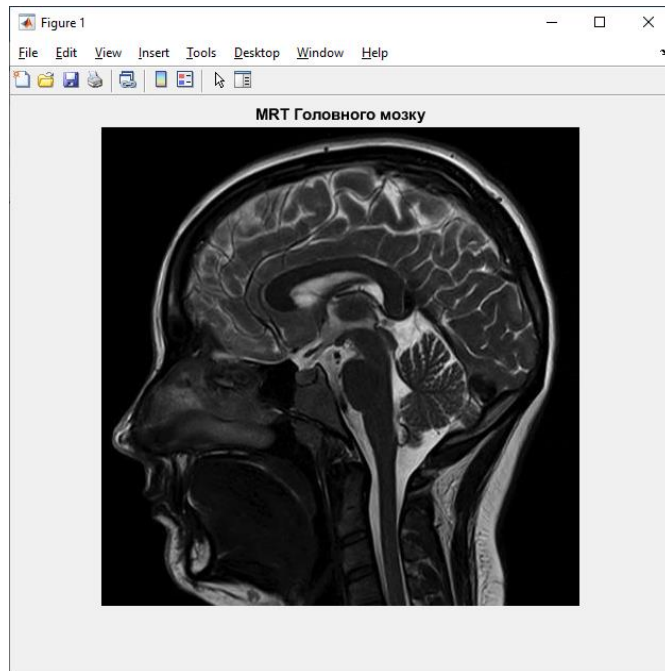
Зображення МРТ головного мозку
